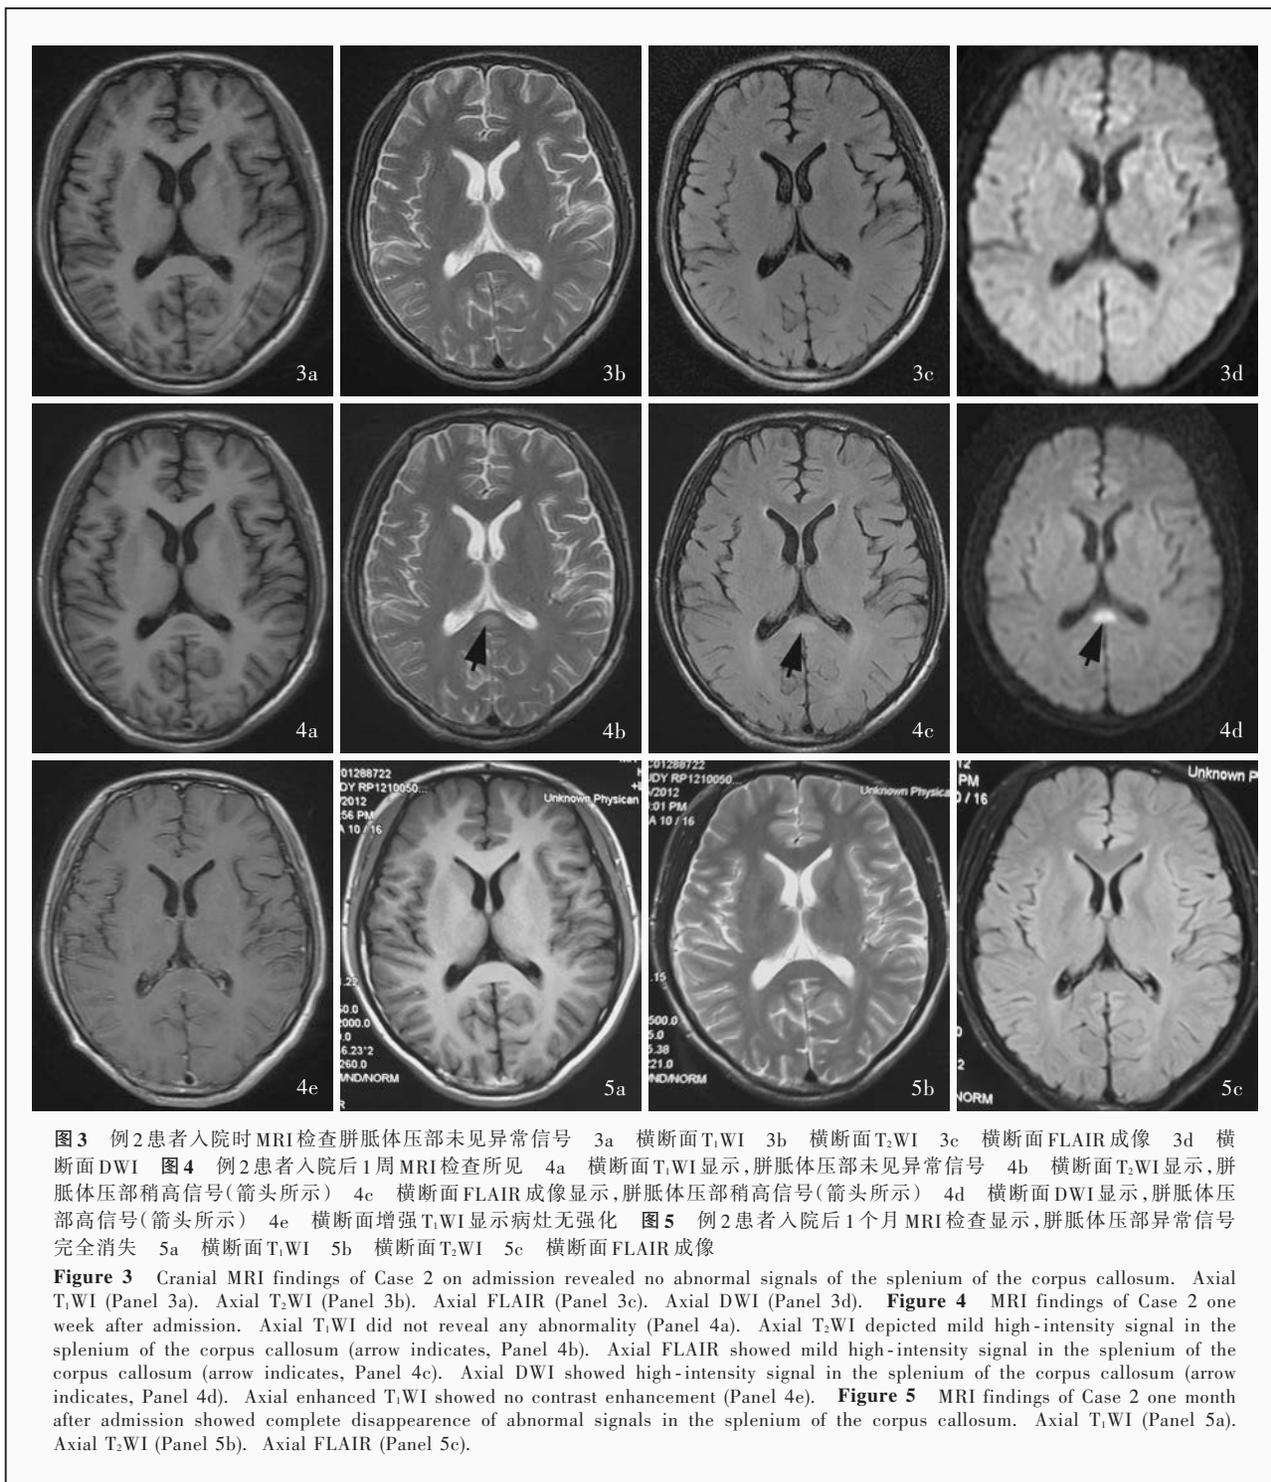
例2患者入院时MRI检查胼胝体压部未见异常信号 3a 横断面T₁WI 3b 横断面T₂WI 3c 横断面FLAIR成像 3d 横断面DWI 图4 例2患者入院后1周MRI检查所见 4a 横断面T₁WI显示,胼胝体压部未见异常信号 4b 横断面T₂WI显示,胼胝体压部稍高信号(箭头所示) 4c 横断面FLAIR成像显示,胼胝体压部稍高信号(箭头所示) 4d 横断面DWI显示,胼胝体压部高信号(箭头所示) 4e 横断面增强T₁WI显示病灶无强化 图5 例2患者入院后1个月MRI检查显示,胼胝体压部异常信号完全消失 5a 横断面T₁WI 5b 横断面T₂WI 5c 横断面FLAIR成像
